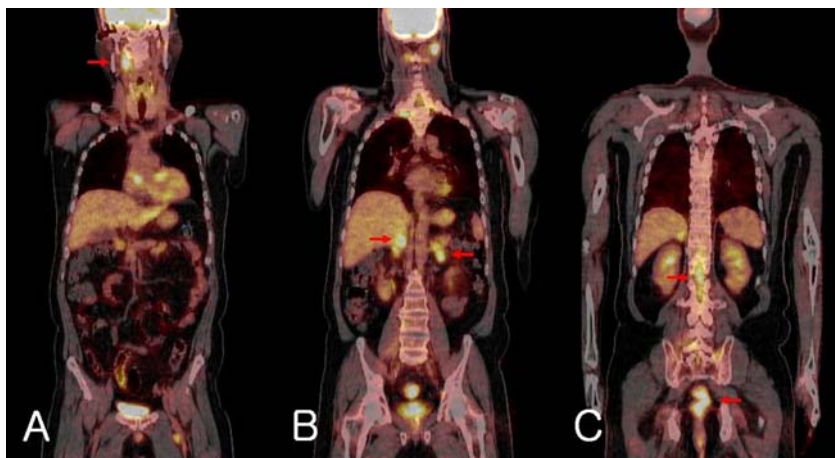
PET/CT (coronal view) shows FDG uptake at the nuchal LAP (A), both adrenal glands (B), spinal cord, and rectum (C) (arrows).
